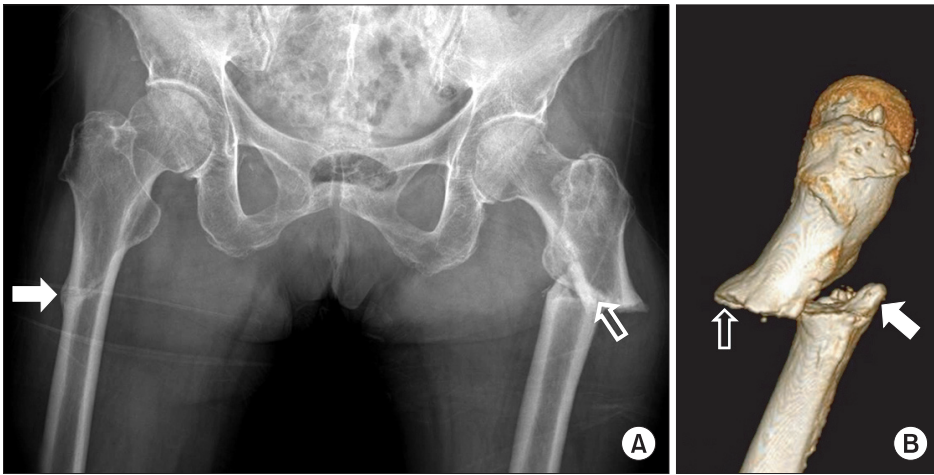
(A) Plain radiograph shows sclerotic change in the distal end of proximal fracture fragment (blacked arrow) and thickening of the femoral cortex with a localized lateral cortical reaction at the level of fracture on the opposite side (white arrow). (B) CT scan of patient at fracture site shows the characteristic fracture configuration of (a) lateral cortical thickening (blacked arrow), (b) transverse fracture, and (c) beak-like medial cortical spike (white arrow).
